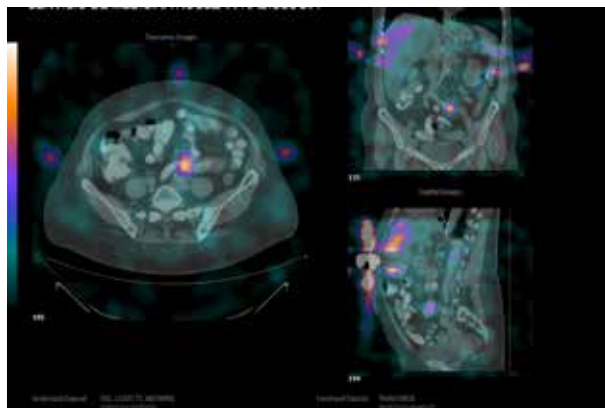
SPECT de abdomen fusionado con TC que demuestra hiper captación focal del radio yodo localizada en divertículo de sigmoides, cuya localización precisa fue demostrada por la imagen anatómica.
